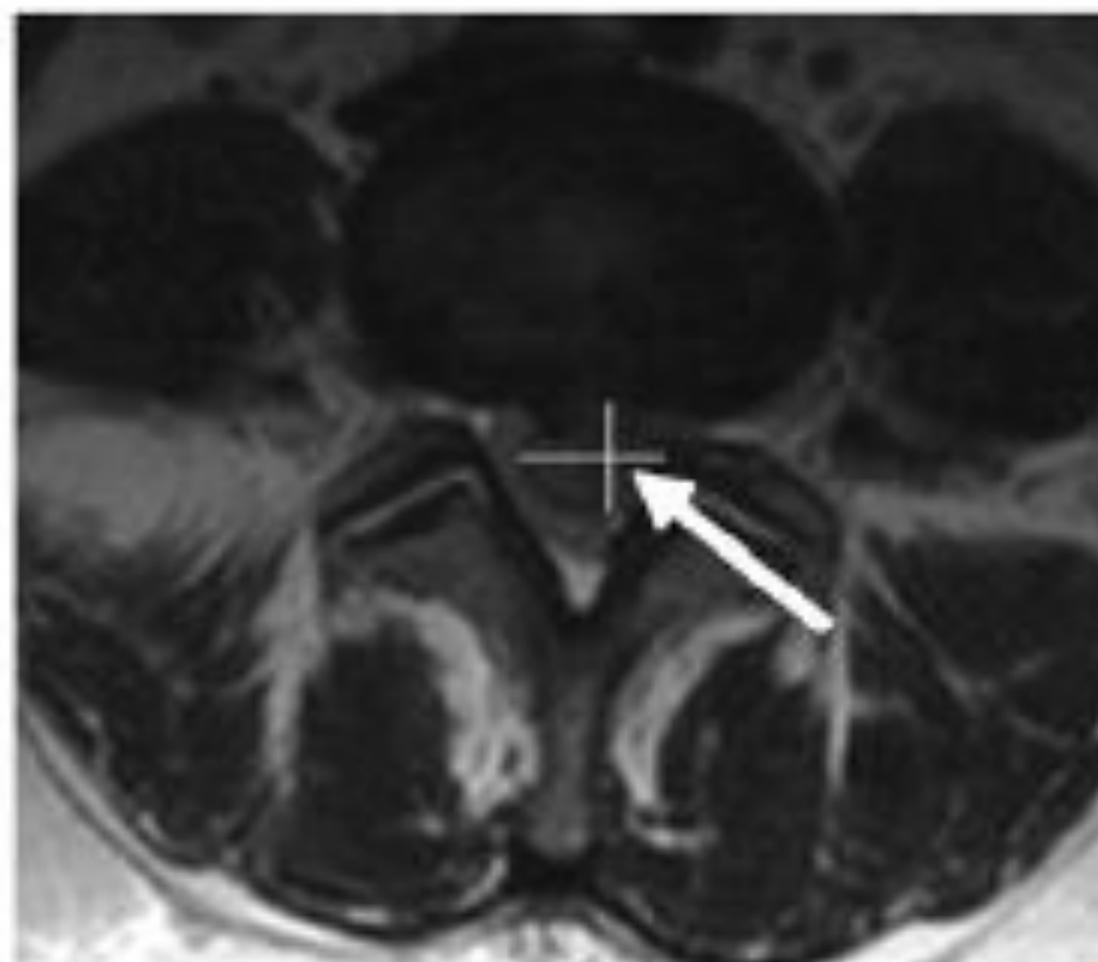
Грыжа диска L₄-L₅, протрузия L₁-L₂
